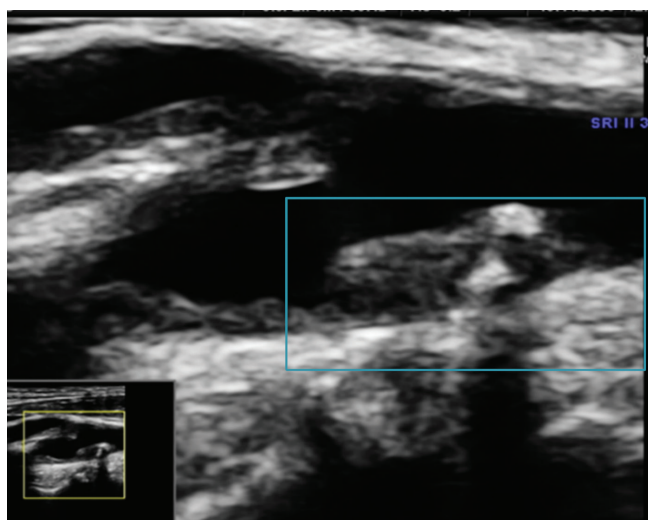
Blaszka jednorodnie hipoechogeniczna na ścianie tylnej ICA (internal carotid artery). A. Blaszka widoczna dzięki wizualizacji przepływu metodą kierunkowego dopplera mocy (directional power Doppler). B. Blaszka wizualizowana w obrazowaniu wolumetrycznym. Material własny
